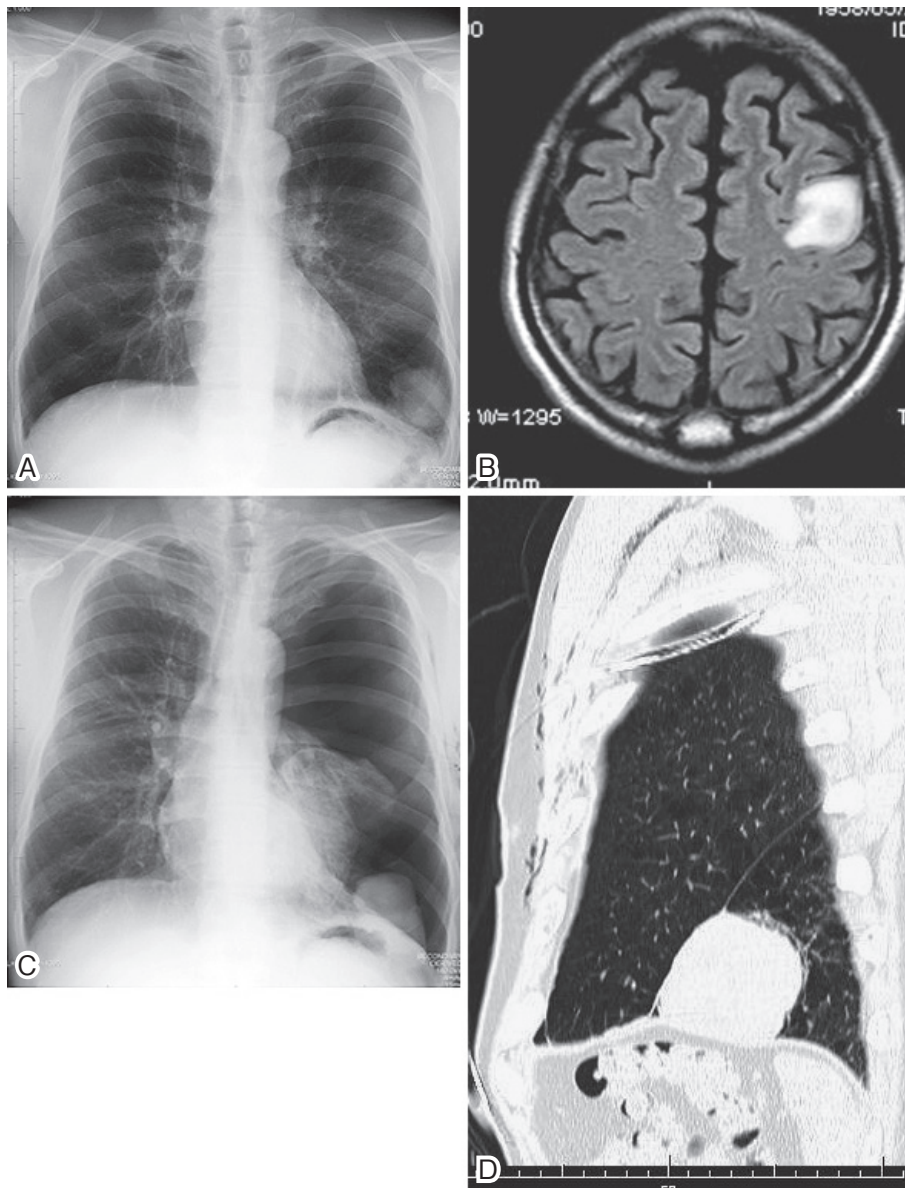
A: Chest X-ray film on admission shows a tumor shadow in the left lower lung field. B: Gadolinium (Gd)-enhanced brain magnetic resonance (MR) image on admission shows a metastatic brain tumor in the frontal lobe. C: Chest X-ray film reveals a left pneumothorax induced by ultrasonography-guided needle biopsy of the tumor. D: Chest CT scan indicates that the tumor could have derived from the pleura.
